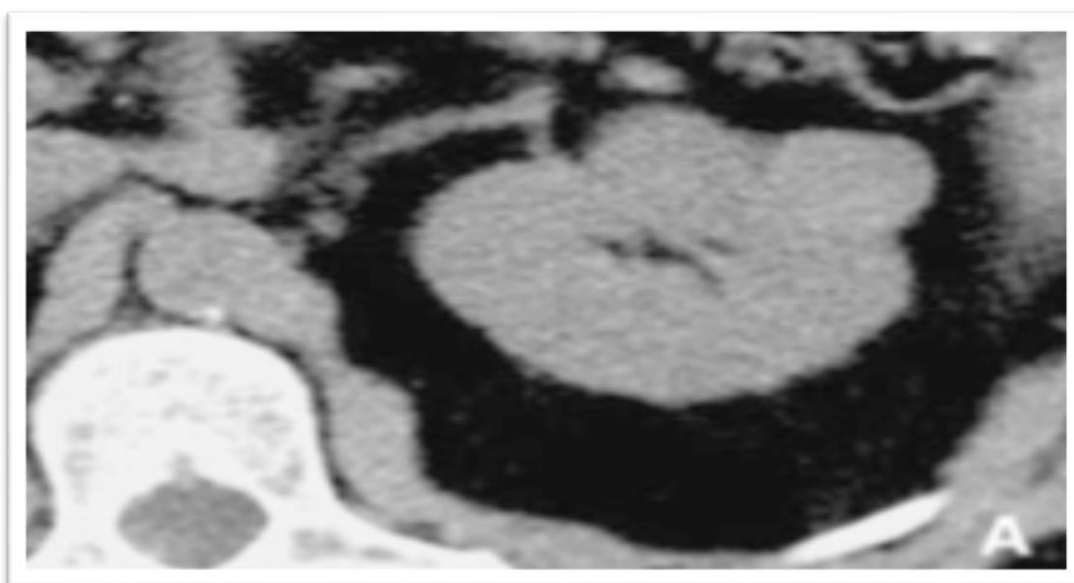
TDM rénale sans injection
